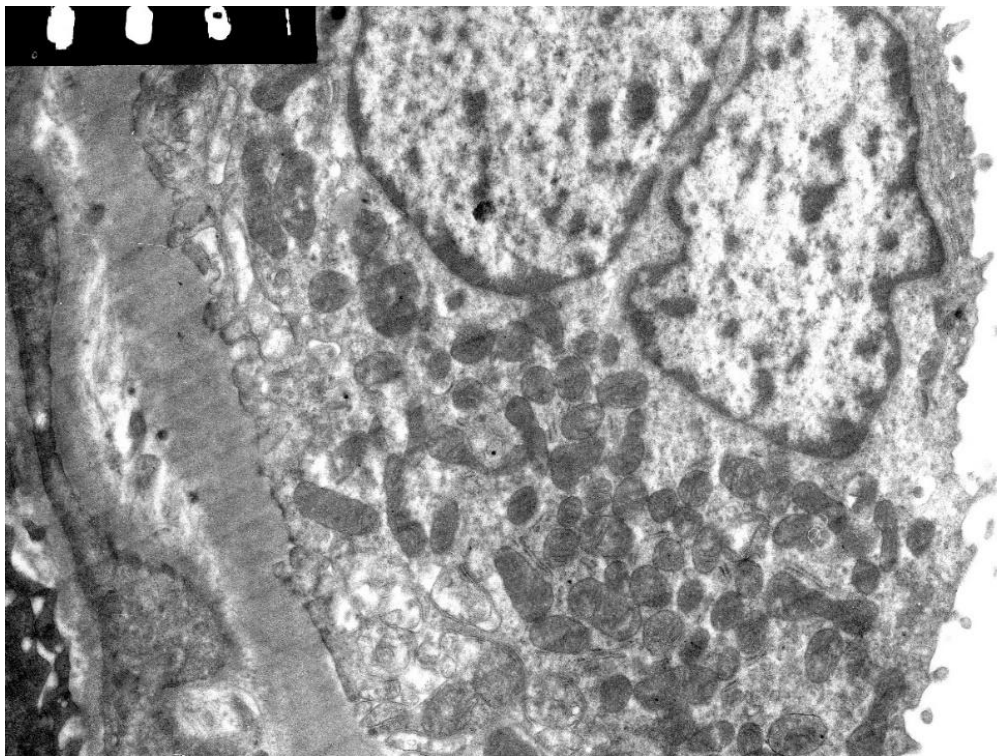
Дистальный фрагмент нефрона до перфузии. В цитоплазме эпителиоцита большое количество митохондрий с электронно-плотным матриксом и сохранными кристами, увеличение 9000x
